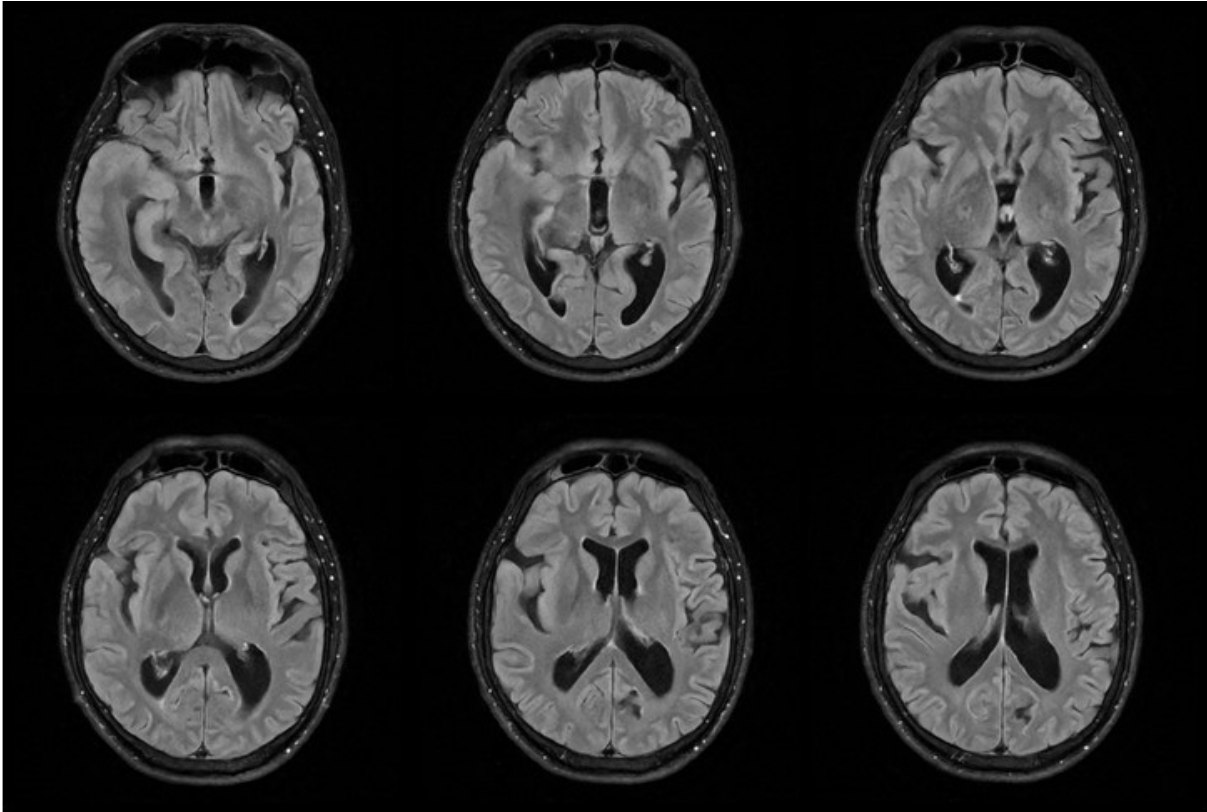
Tiefere axiale Schichten der FLAIR-Sequenz zur Darstellung von Ödemen des Relais des linken Lymphknotens.
